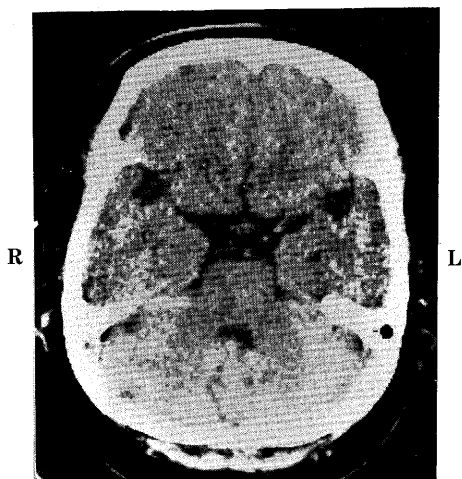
X-ray CT scan of a 64-year-old female at the level of brain stem shows no abnormality.
